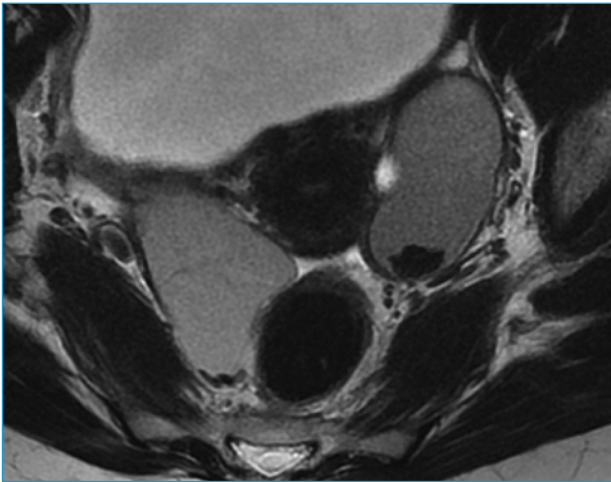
Coupe IRM transversale en pondération T2 visualisant des formations endométriosiques kystiques ovariennes bilatérales. A noter, un hyposignal relatif T2, des niveaux liquides à gauche et une zone d'accolement rétro-utérine avec la face antérieure du rectum.
